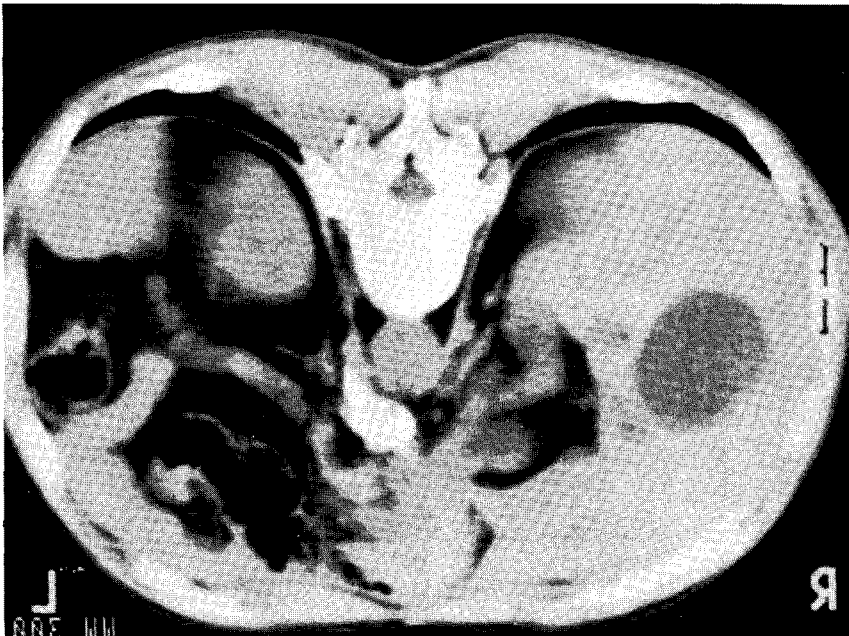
Preaortic collection of contrast material mixed with dehydrated alcohol on CT scan obtained 5 minutes later.
